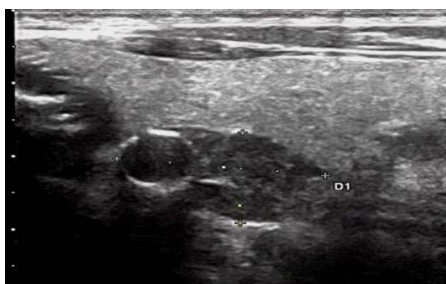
Enlarged parathyroid glands under ultrasound
